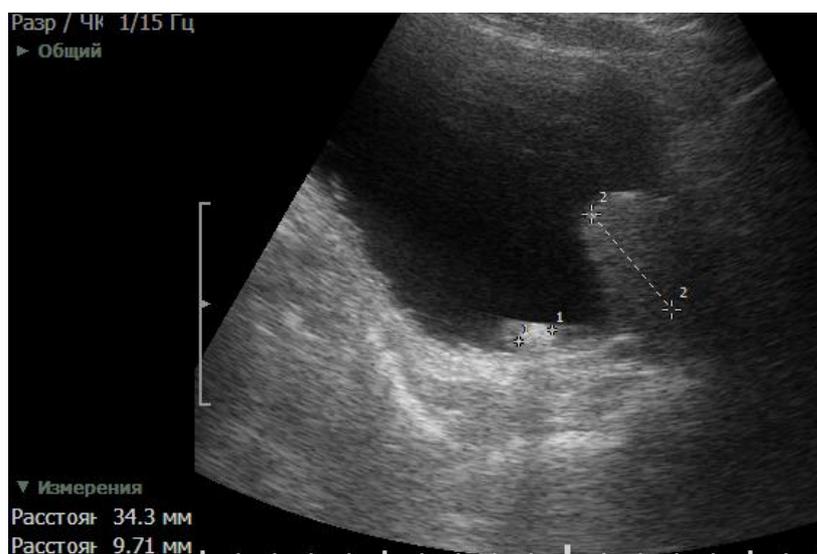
Внутривезикальная протрузия, камень в мочевом пузыре
